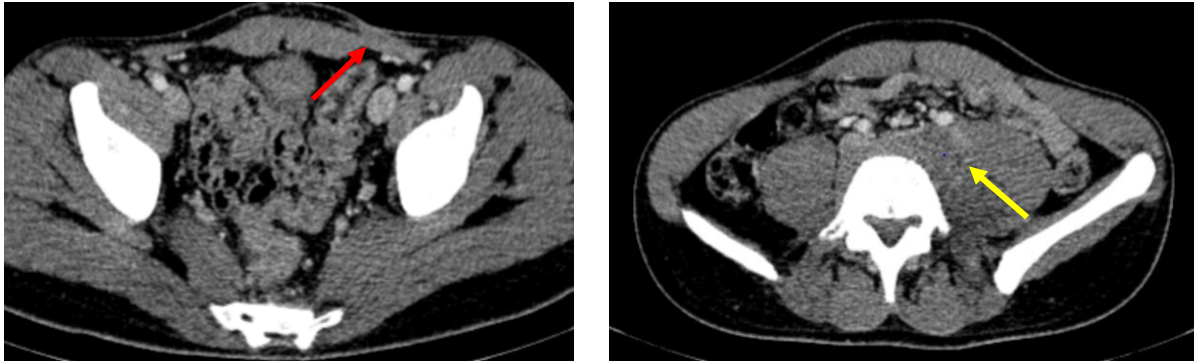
TDM abdomino-pelvienne injectée montrant un magma d'adénopathies iliaques communes gauches (flèche jaune) chez un malade ayant un cancer testiculaire avec des antécédents de chirurgie inguinale (flèche rouge) sans nette individualisation d'adénopathies rétropéritonéales.
